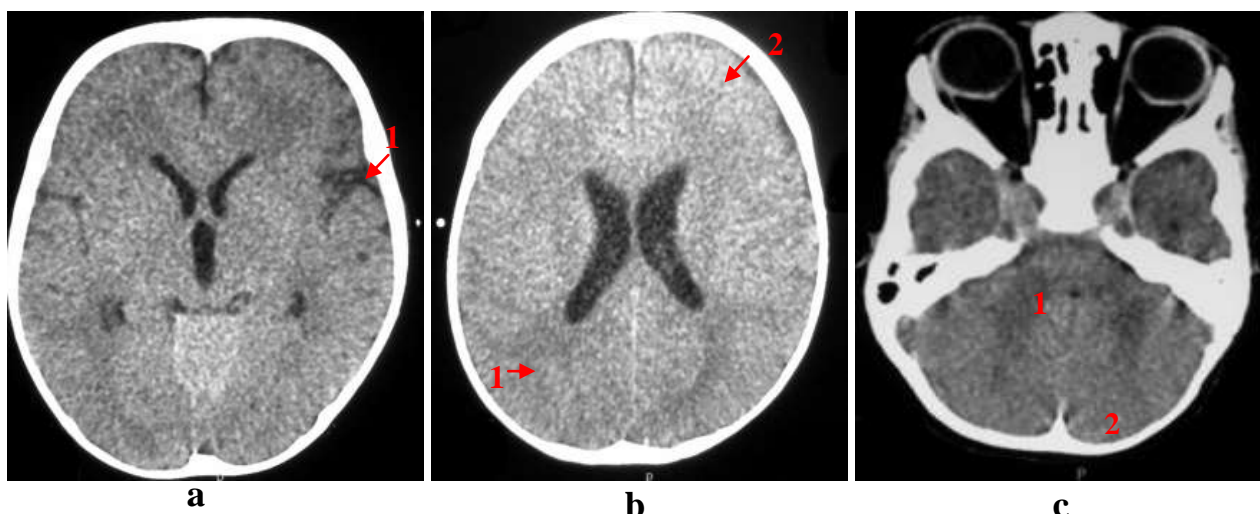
TDM normale sans produit de contraste [29]
